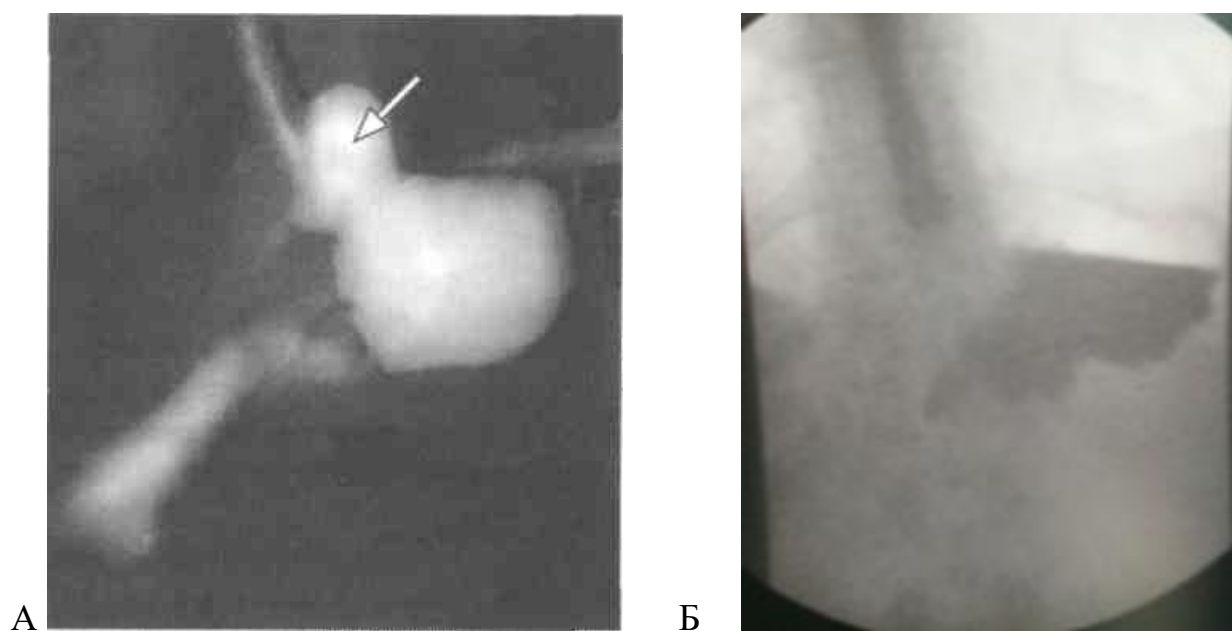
Рентгенограммы пищевода и желудка с контрастированием у пациента С, 48 лет, II группа исследования: А - до операции, стрелкой указана грыжа пищеводного отверстия диафрагмы; Б – через 1 год после лапароскопической гастропликации по новому способу.
